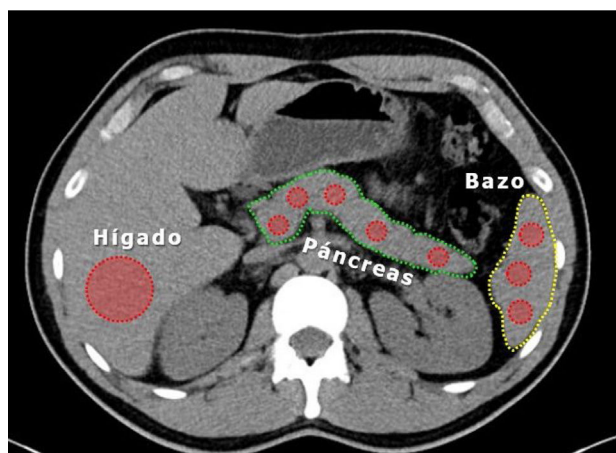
Cálculo medición densidad de parénquima hepático en un ROI (*region of interest*) extenso a nivel de segmentos VI y VII en TAC.
